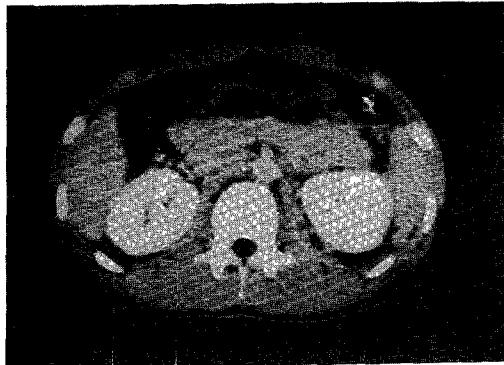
Post-contrast abdominal CT.
